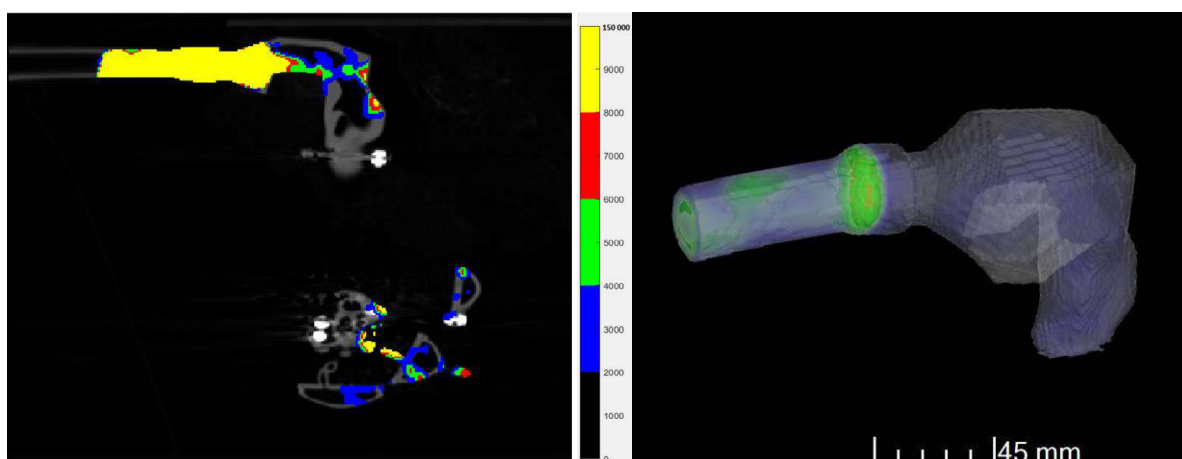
Resulting co-registered image from PET and CT scan with color coding by amount of radionuclide activities (Bq/ml). 3D render of the model first section created in VG Studio MAX 3.1 (Volume Graphics GmbH, Germany).
